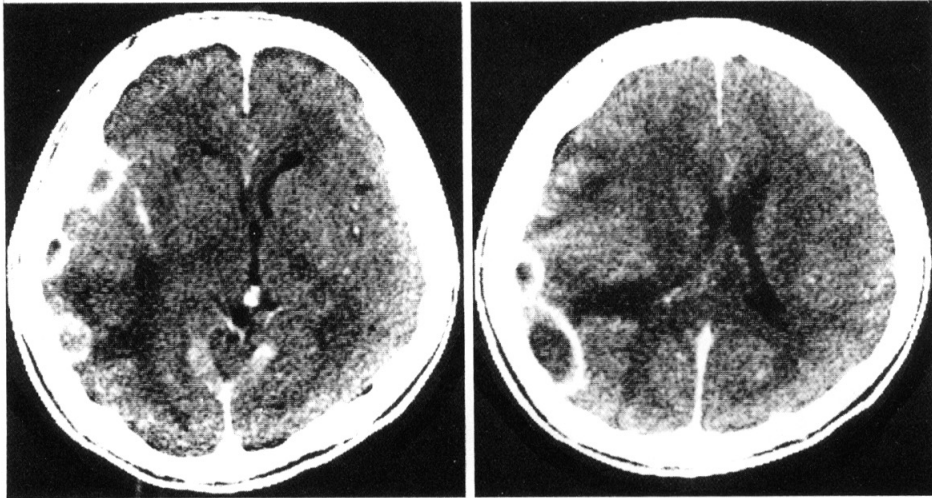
Contrast enhanced CT on the 40th day. The subdural empyema decrease in size with the thickened capsule. Compression of the ventricle and the midline shift are slightly improved.
